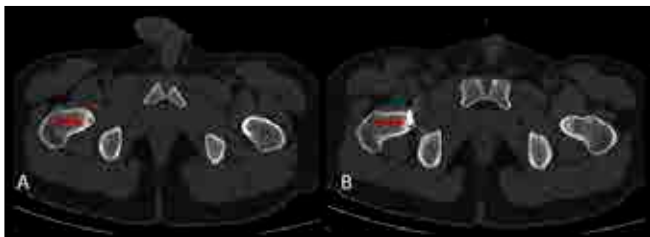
A 5 mm diameter hypodense smooth cut lesion on right femoral neck was detected by CT (A). For the lesion, using the 14G needle, guided by CT images, MWA was performed (B).
